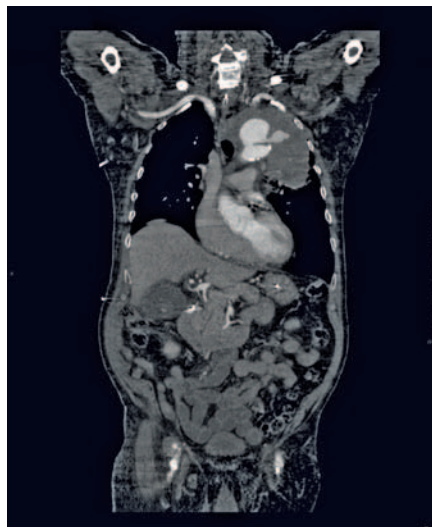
CT-Abdomen/Thorax mit KM des in der Kasuistik beschriebenen Patienten
